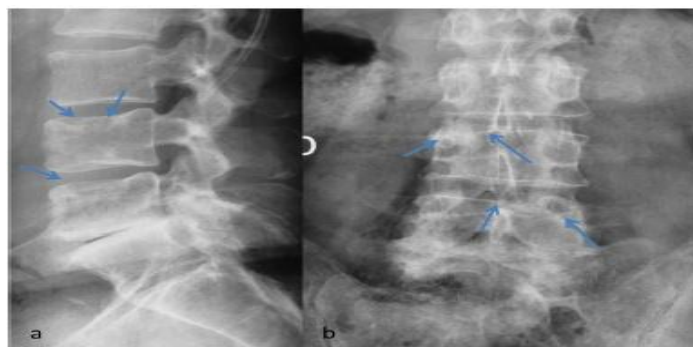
Métastase d'un carcinome bronchique, Radiographie de face et profil du rachis lombaire.
